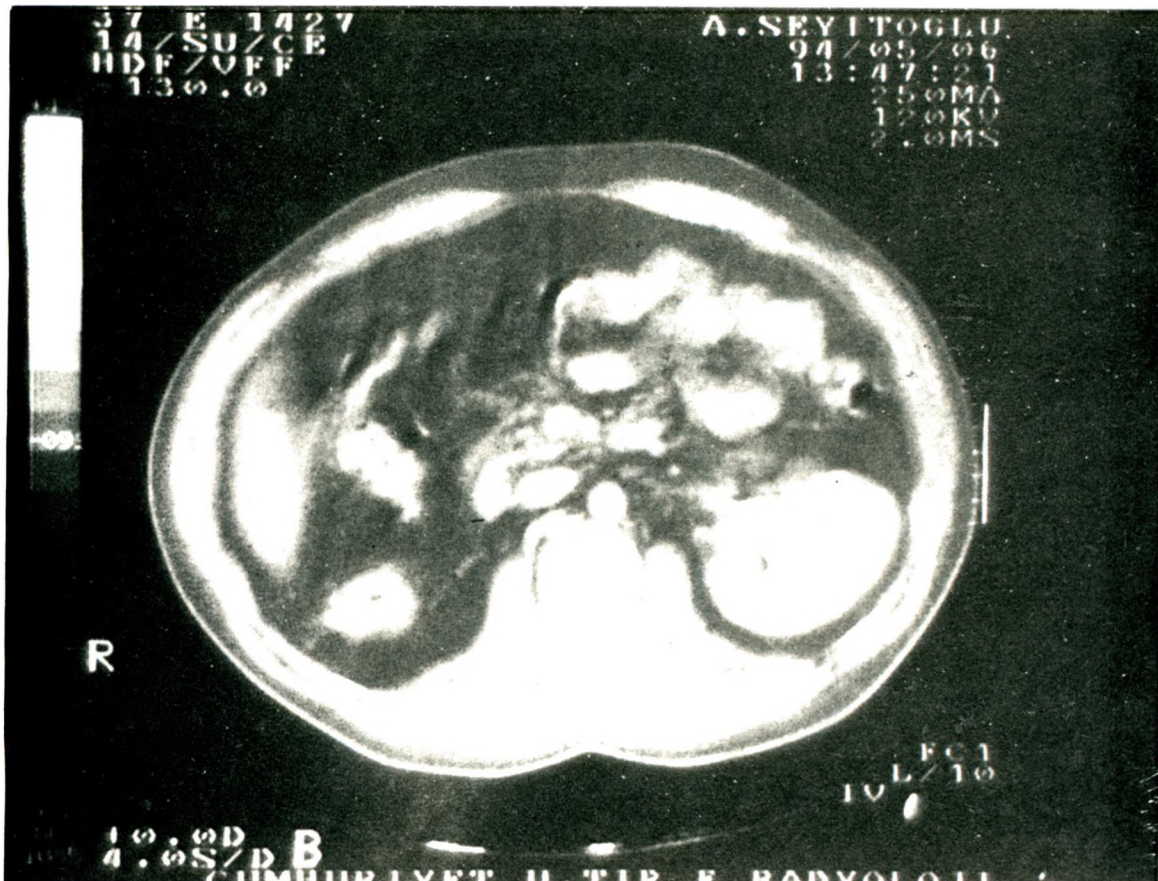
Horizontal CT showing right URA.
